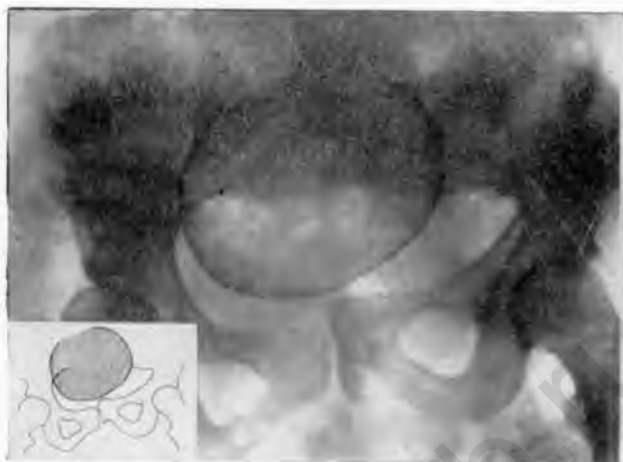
Рентгенограмма деформированного таза.
